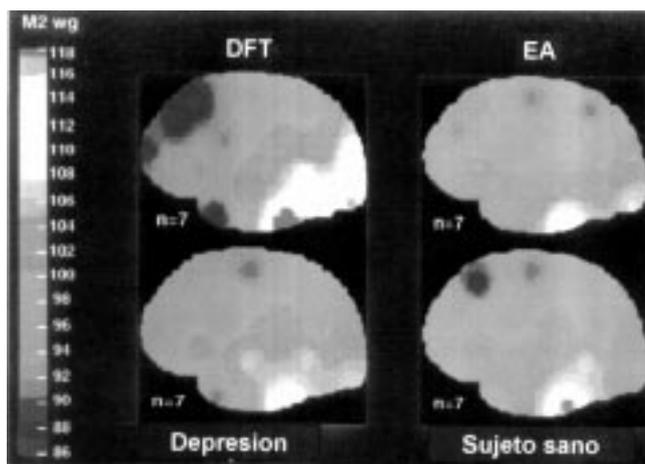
PET cerebral en DFT y otras condiciones psicopatológicas (las zonas más oscuras en la imagen reflejan hipofuncionalismo).
